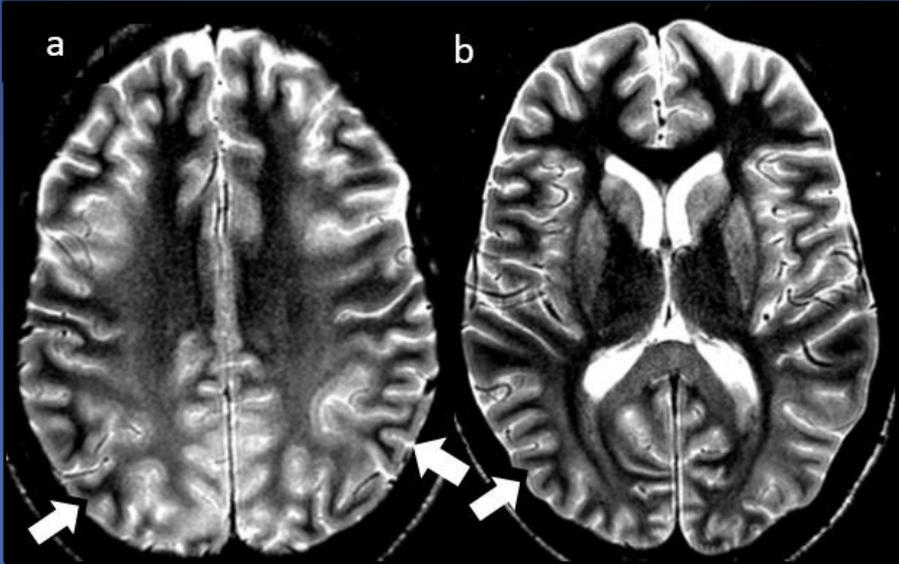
RM de cerebro, secuencia ponderada en T2. Se visualiza hiperintensidad de la sustancia blanca subcortical bihemisférica, a predominio de los centros semiovais (a) y de la región posterior (b) con las fibras U respetadas (flechas), un hallazgo típico de DPHL.
